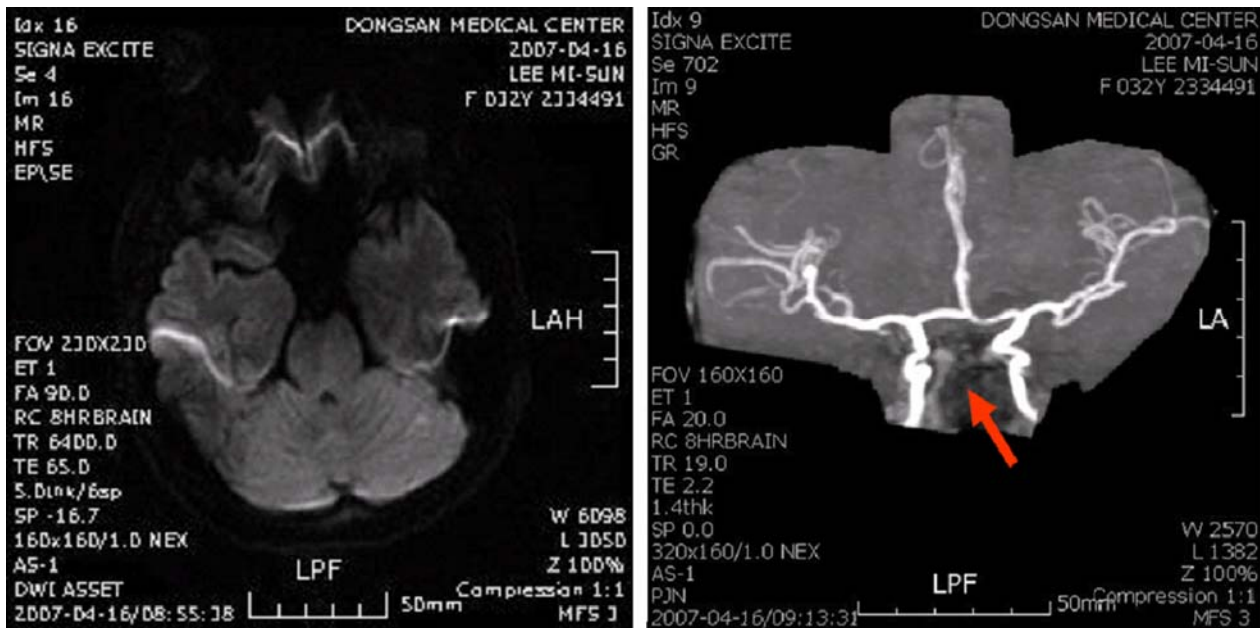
MRI reveals acute infarcted lesion at the left pontine and left cerebellar hemisphere due to occlusion of mid basilar artery.
